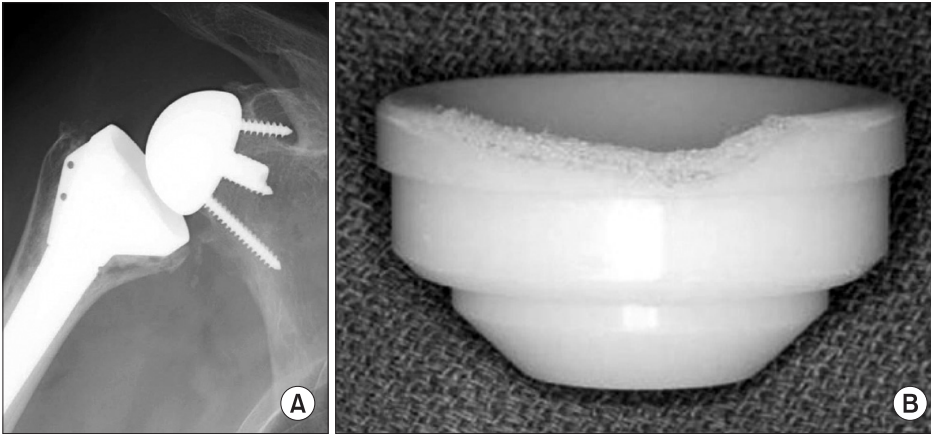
Plain radiograph (A) showing scapular notching at the lateral pillar of the inferior glenoid neck and a polyethylene insert (B) attrited by the scapular notching phenomenon.
